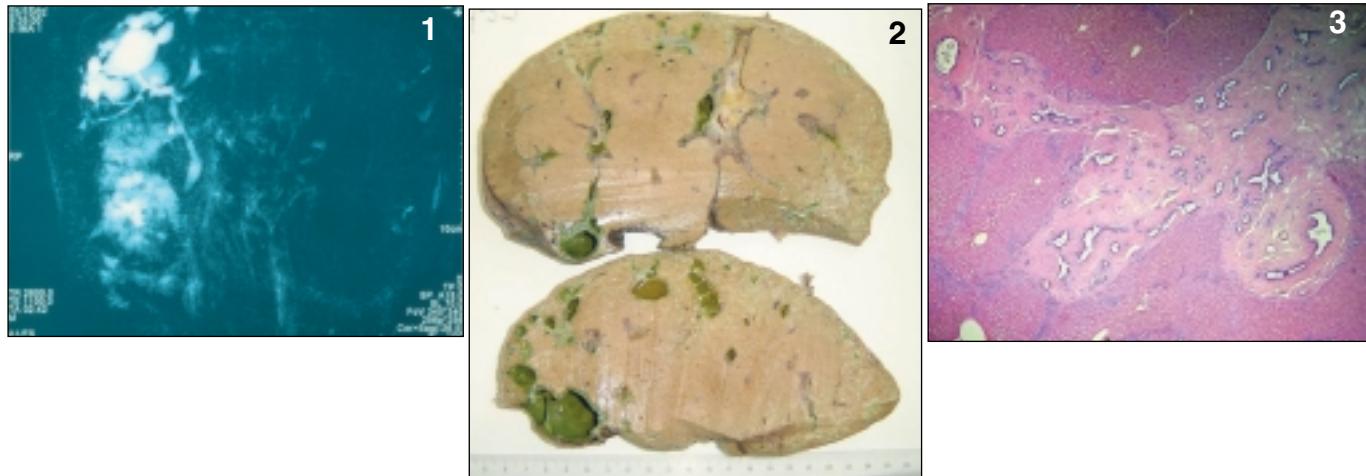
(MRI): ectatic saccular dilation of the intrahepatic bile ducts with predominantly right cystic dilatations, some of them significant in size (RM): *dilatación ectásica sacular de vía biliar intrahepática con dilataciones quísticas, algunas de gran tamaño, de predominio derecho.*
